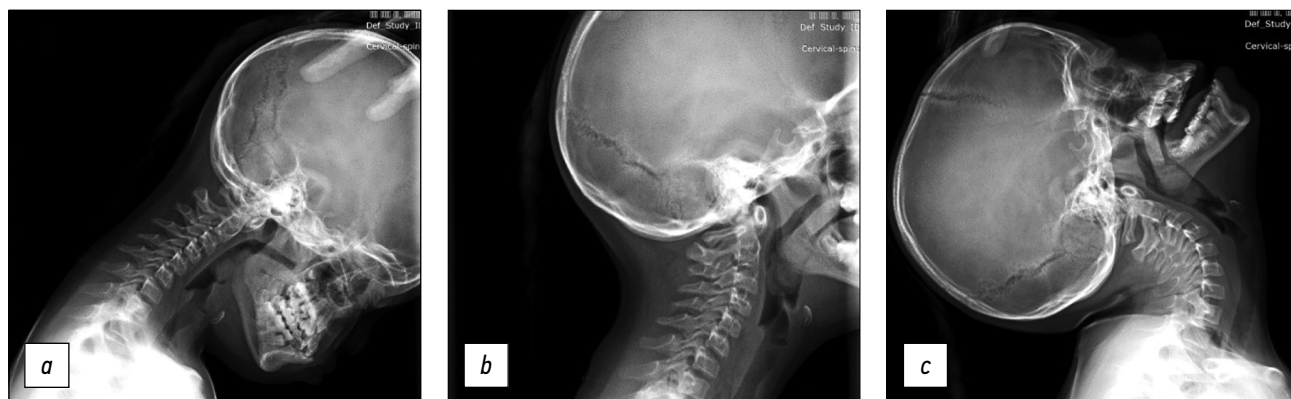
Функциональная рентгенография шейного отдела позвоночника в боковой проекции: *a* — в положении сгибания, *b* — в нейтральном положении, *c* — в положении разгибания.
